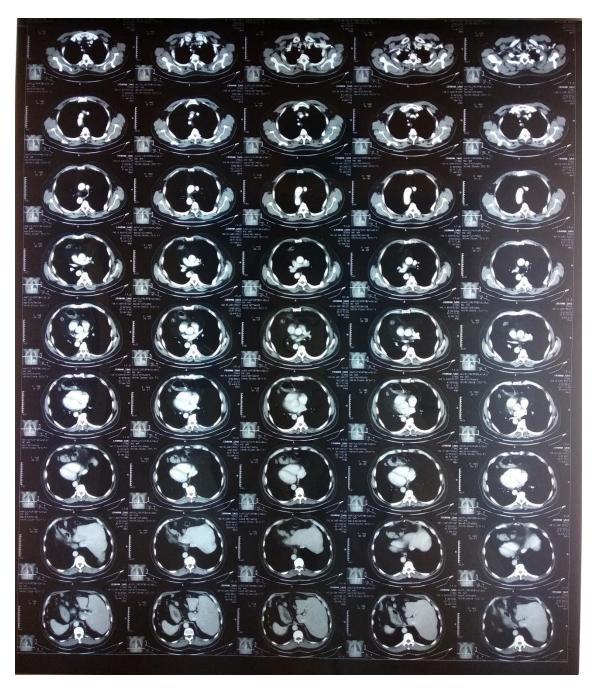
2-2 TAC contrastada de tórax en la que se puede observar masa en mediastino. Fuente: Hospital IESS Guaranda.
